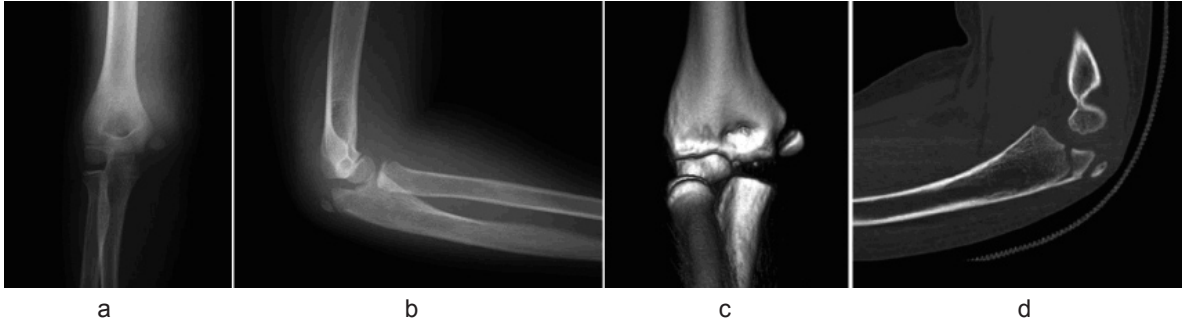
症例1 a,b: 術前単純X線像 c,d: 術前CT像
